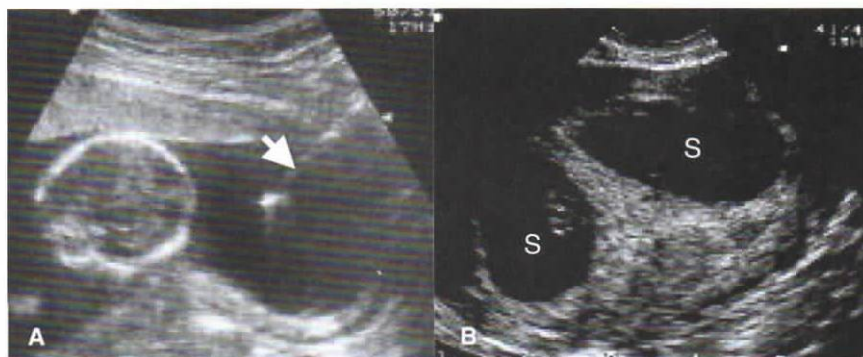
A. Imagen de una ecografía que muestra la posición del cráneo fetal y el emplazamiento de la aguja dentro de la cavidad amniótica (flecha) durante una amniocentesis. B. Gemelos. Ecografías que muestran la presencia de dos sacos gestacionales (S).
